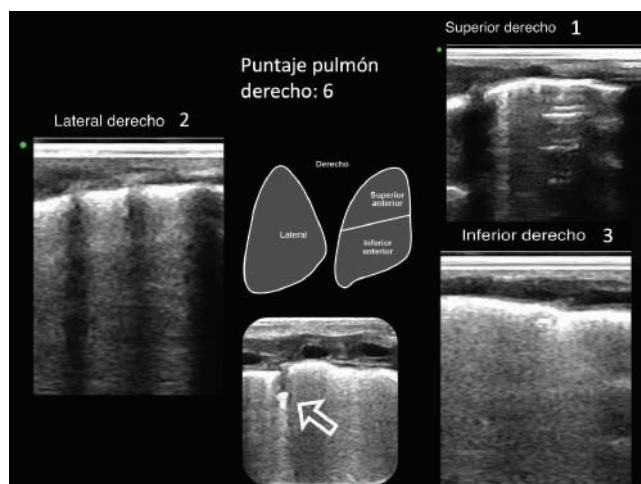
Exploración ultrasonográfica del pulmón derecho.
